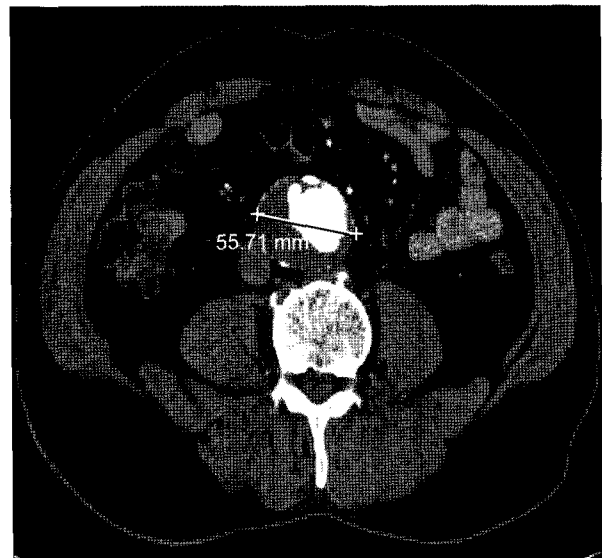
Preoperative computed tomography demonstrated infrarenal abdominal aortic aneurysm measured 55.71 mm.
